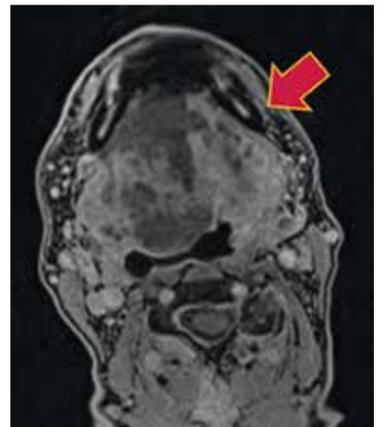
RM seqüência ponderada em T1 pós contraste no plano axial demonstra o realce heterogêneo dos componentes infiltrativos, com extensão aos sulcos glossoamigdalianos e paredes laterais da orofaringe, além de contato com as glândulas submandibulares. Há ainda lesão metastática na coluna cervical e partes moles perivertebrais à direita.
